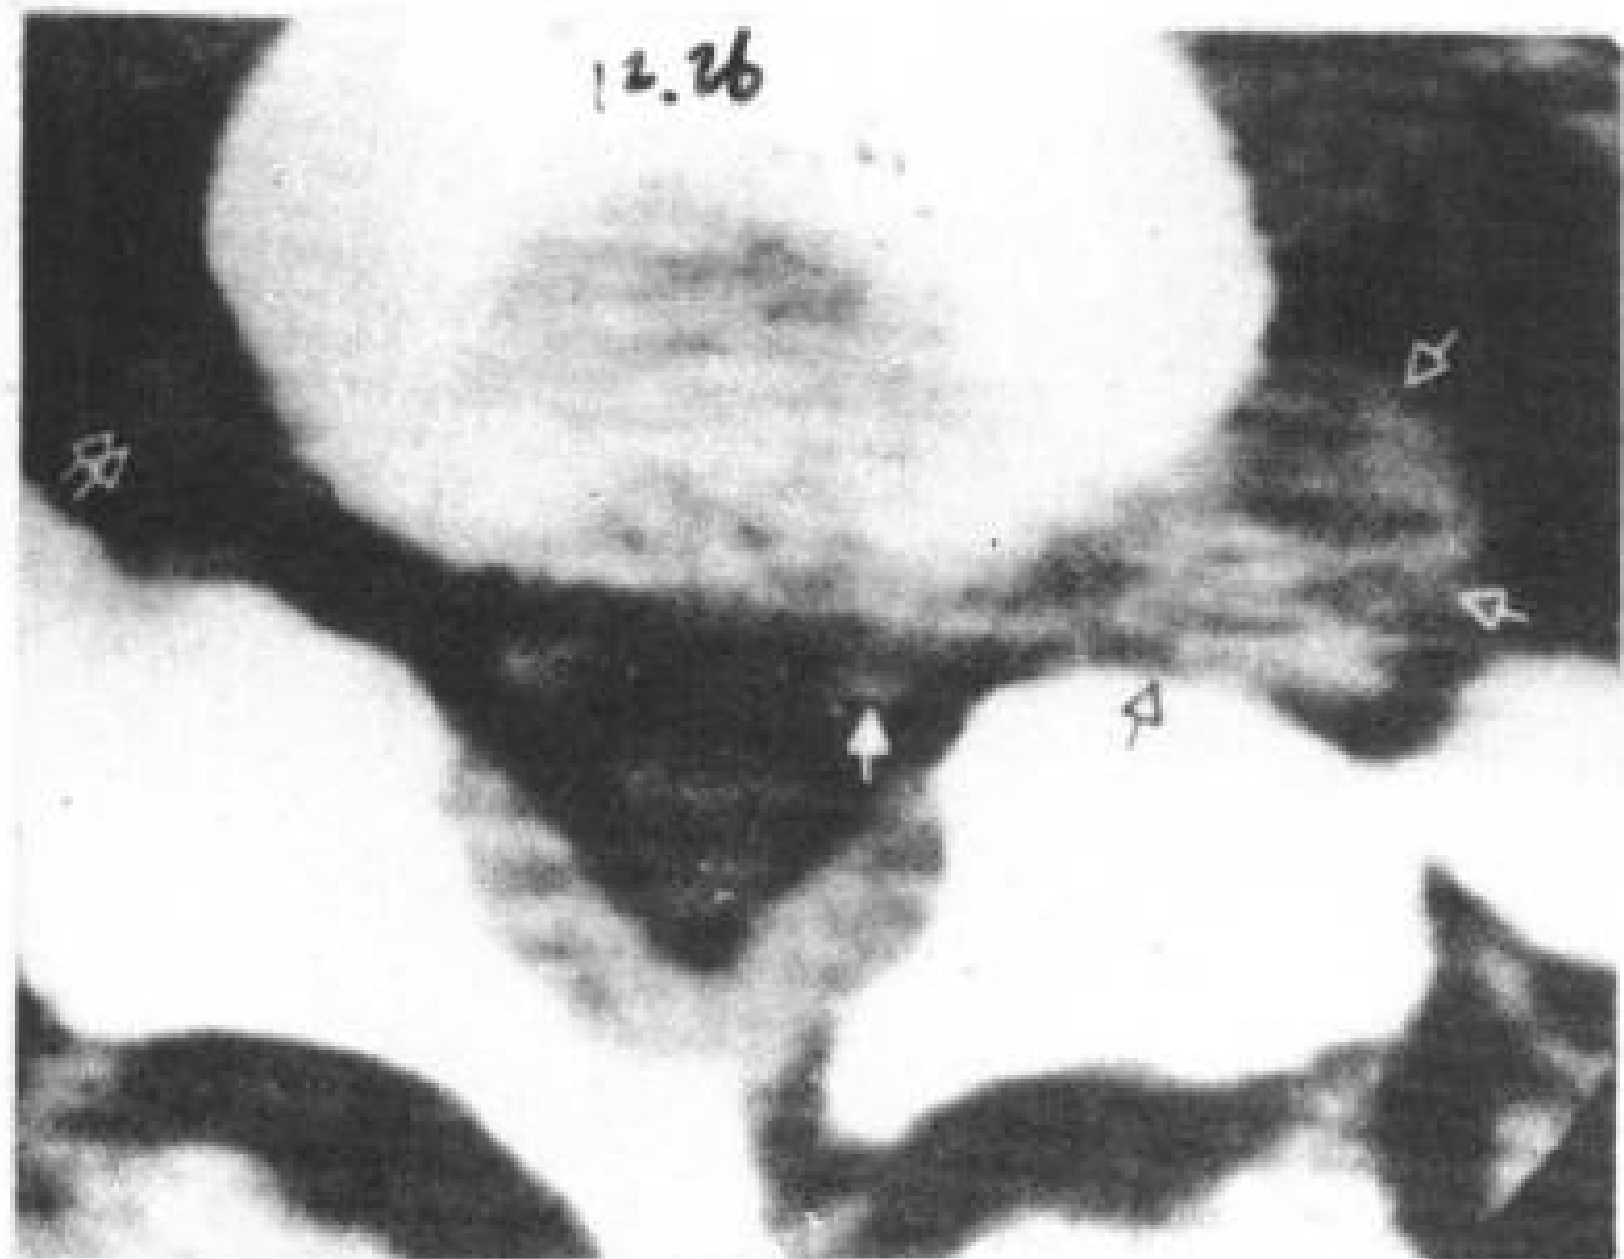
侧旁髓核突出。髓核突出位于椎旁 (空箭头), 左 S<sub>1</sub> 神经根向后内移位 (⊗)。手术与 CT 所见一致。
